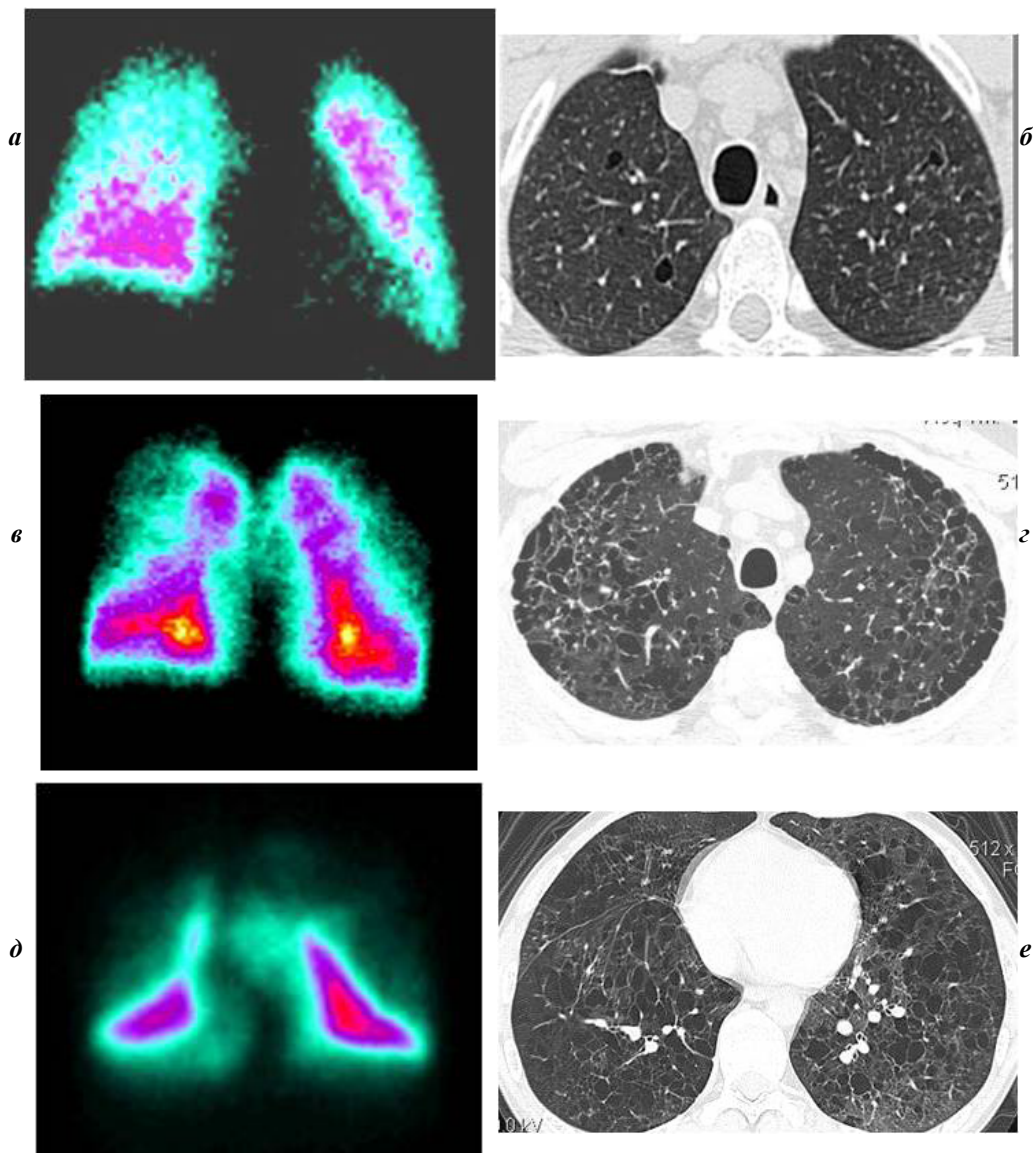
Динамика изменений кровообращения в легких на разных стадиях течения гистиоцитоза Х: а — начальная стадия гистиоцитоза Х, нарушение кровообращения в верхних плечевых отделах легких, диффузные нарушения кровотока; б — МСКТ, ранняя фаза гистиоцитоза Х. Единичные тонкостенные воздухосодержащие кисты в верхних долях; в — прогрессирование заболевания, в плечевой зоне легких кровотоков практически полностью исчезает; г — МСКТ. Прогрессирование интерстициального фиброза, кистозная перестройка легочной ткани; д — дальнейшее прогрессирование заболевания, кровообращение сохраняется только в ядерной зоне средней доли и в нижней доле легких, появляются участки гиперперфузии в нижних отделах; е — МСКТ, кистозно-буллезные образования с картиной «сотового легкого» и выраженными фиброзно-склеротическими проявлениями
